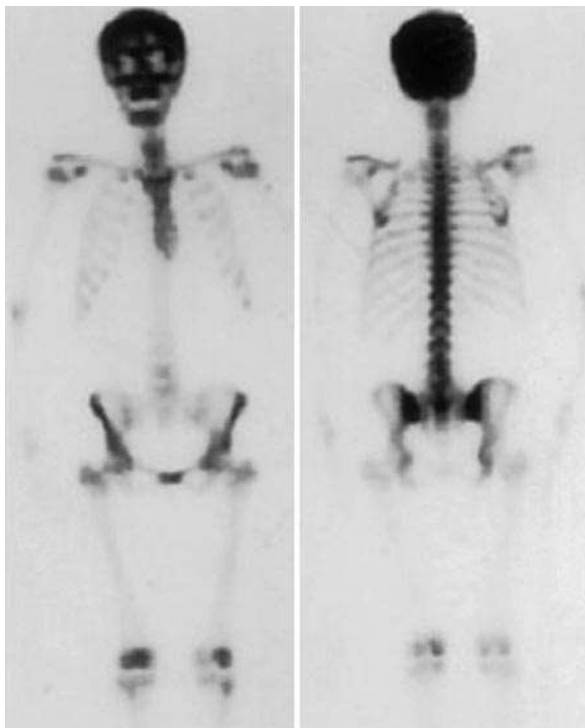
Ниркова остеодистрофія та вторинний гіперпаратиреоз. Передні (ліворуч) та задні (праворуч) цілотілові сцинтиграми демонструють рівномірно підвищену активність по всьому скелету, особливо інтенсивну у кістках черепа. Ці зображення показують супераскан-патерн, пов'язаний із метаболічним захворюванням кісток (див. рис. 6).
